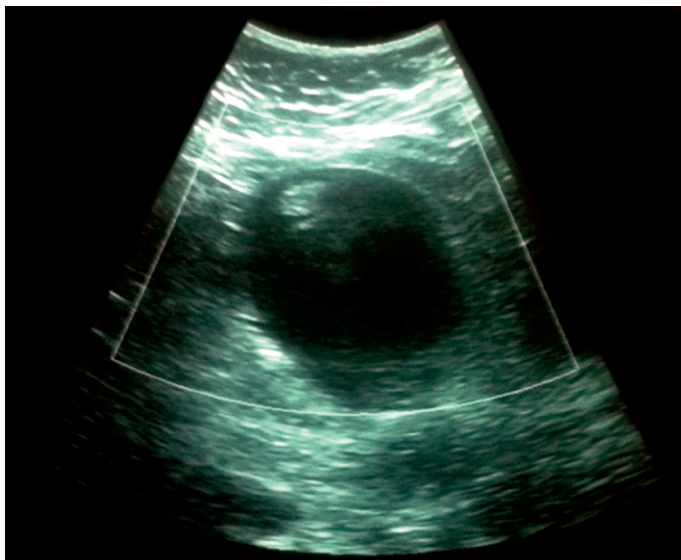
Ultrasonido abdominopélvico en el que se reporta la presencia de tumoración quística dependiente de ovario derecho.
